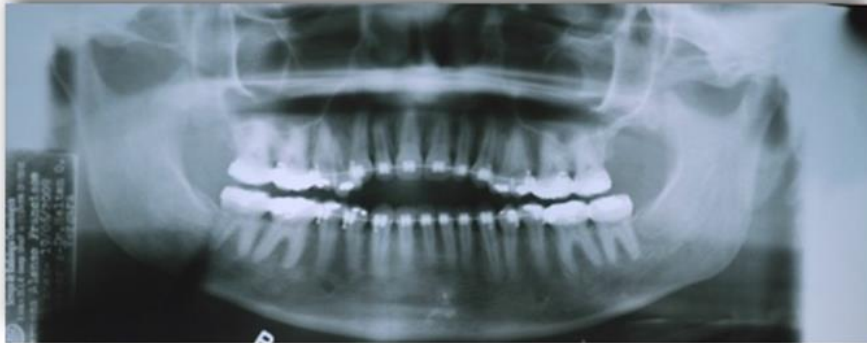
Ortopantomografia da paciente. Adaptada de caso clínico cedido pelo Prof. Doutor Alessandro Costa Silva (2020)
